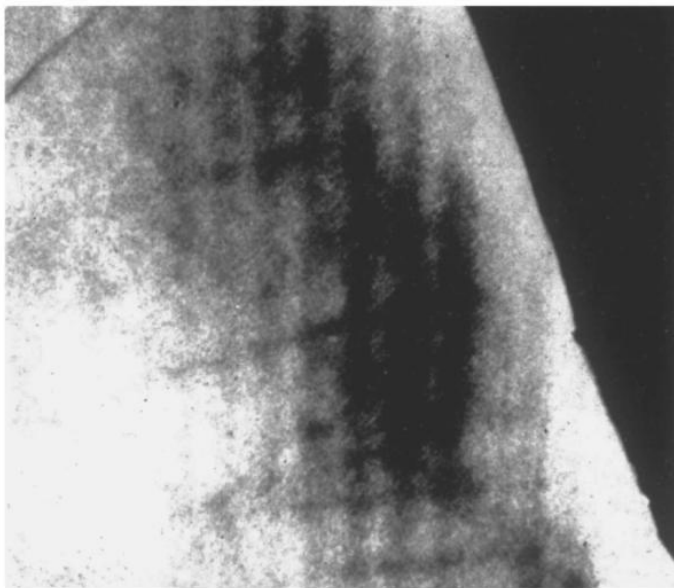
Mikroradiografisk bilde av fluorisert emalje fra Colorado Springs.
